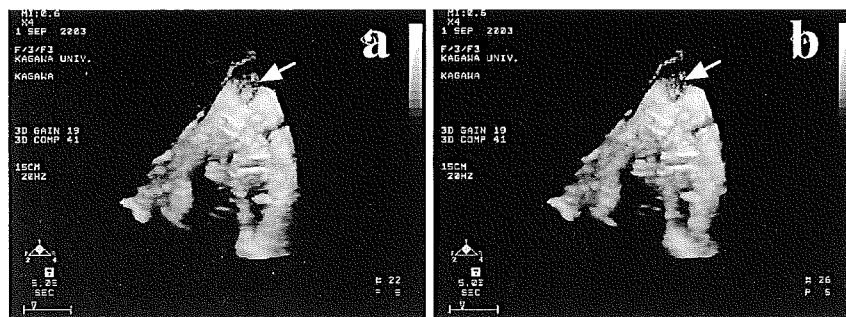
4次元超音波による妊娠38週胎児の瞬き (eyelid movement) (矢印) (a→b)
